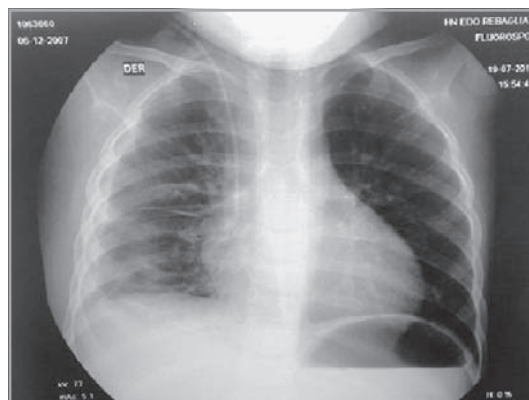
Radiografía de tórax AP, en el postquirúrgico inmediato. Se evidencia adecuada expansión pulmonar, sin tumoración residual aparente.
